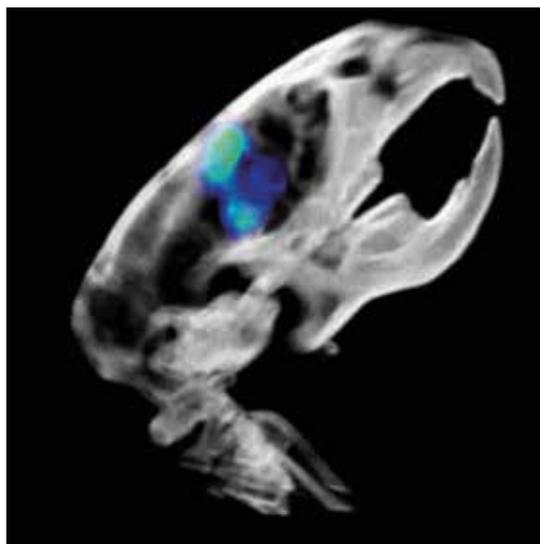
Reconstrucción en 3D de una imagen PET combinada con TAC de un modelo de ratón con glioblastoma (TS543) adquirida 24 horas después de la inoculación de ^{89}Zr -DFO-LEM2/15 intravenosa. En blanco el cráneo, en verde el tumor identificado por una sonda de imagen que nos revela la expresión de MT1-MMP y con ello nos indica características del tumor como su alto grado y nos podría orientar en la respuesta a diferentes tratamientos.
